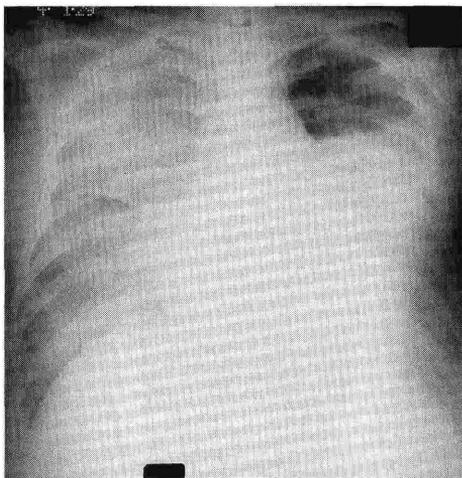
Chest-X-ray film just after the cardiopulmonary resuscitation demonstrated pulmonary edema suddenly developed.
